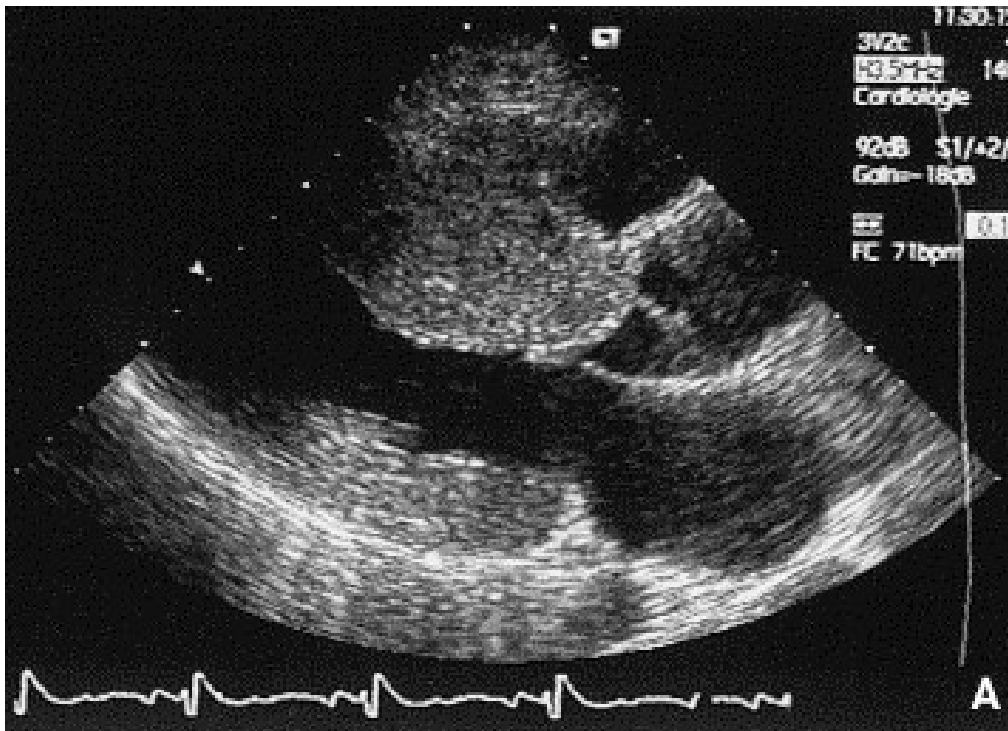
Signes échocardiographiques d'une CMH [20]
